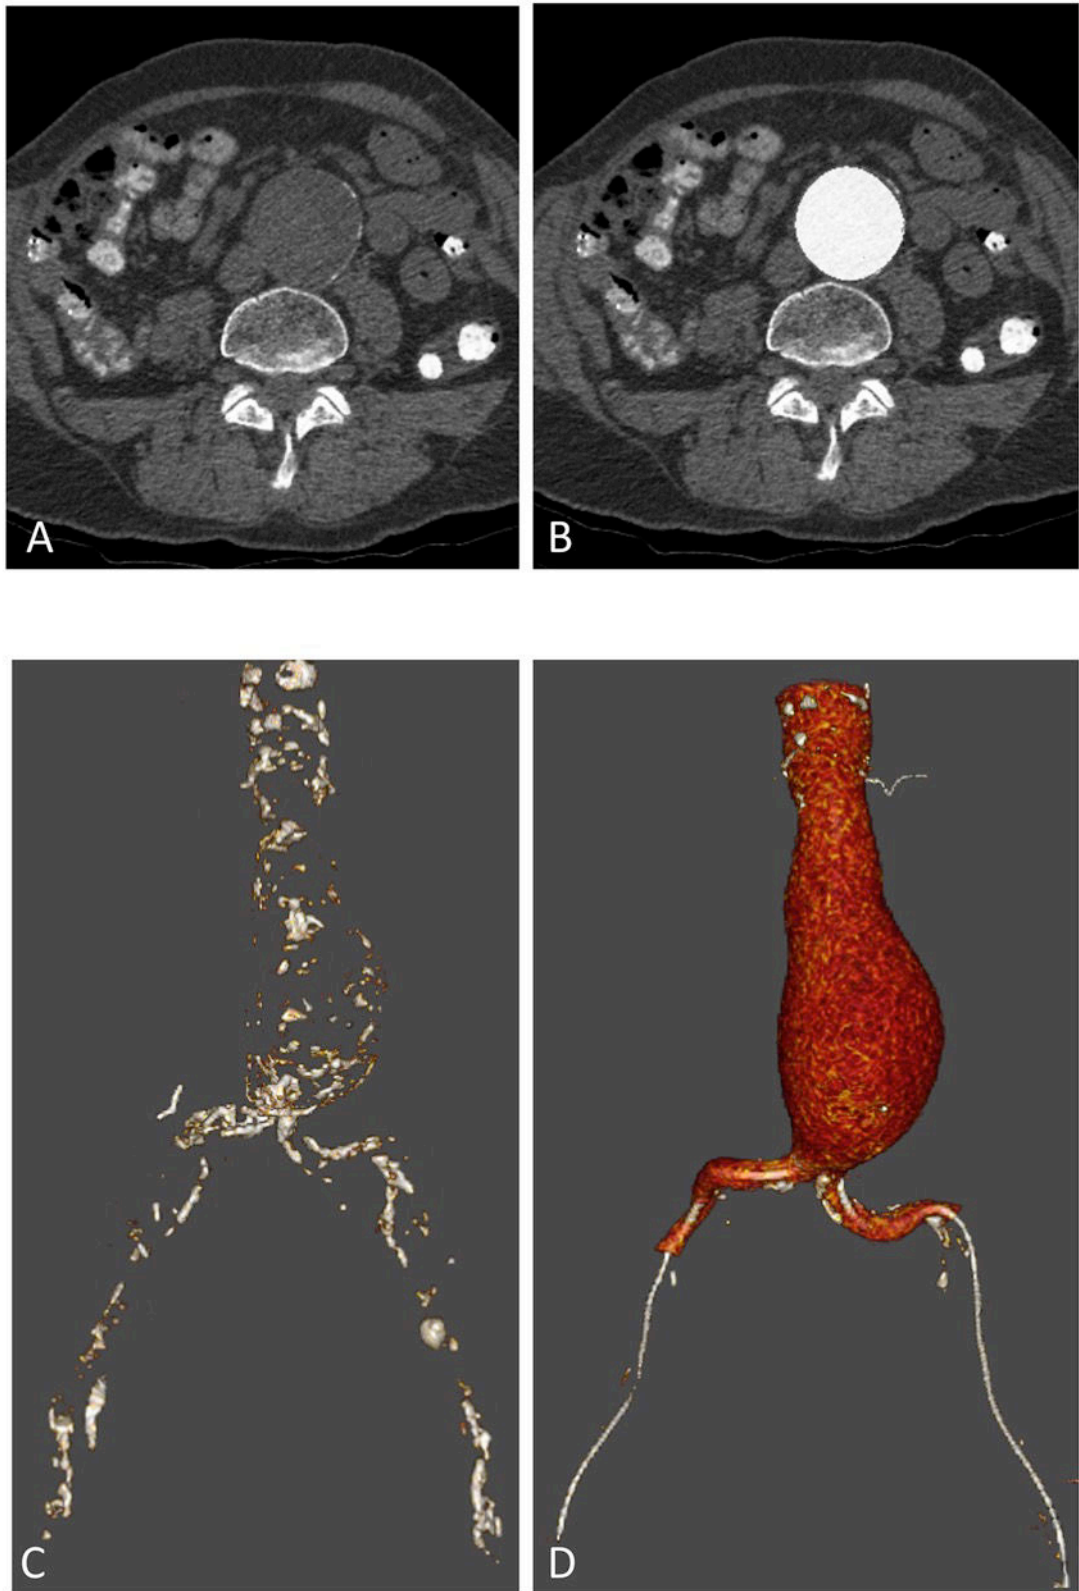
Preoperative CT-scan before (A,C) and after (B,D) artificial enhancement on axial view (A, B) and on 3D view (C,D). Centerlines are added to the 3D view (D) and external iliac arteries not represented.
